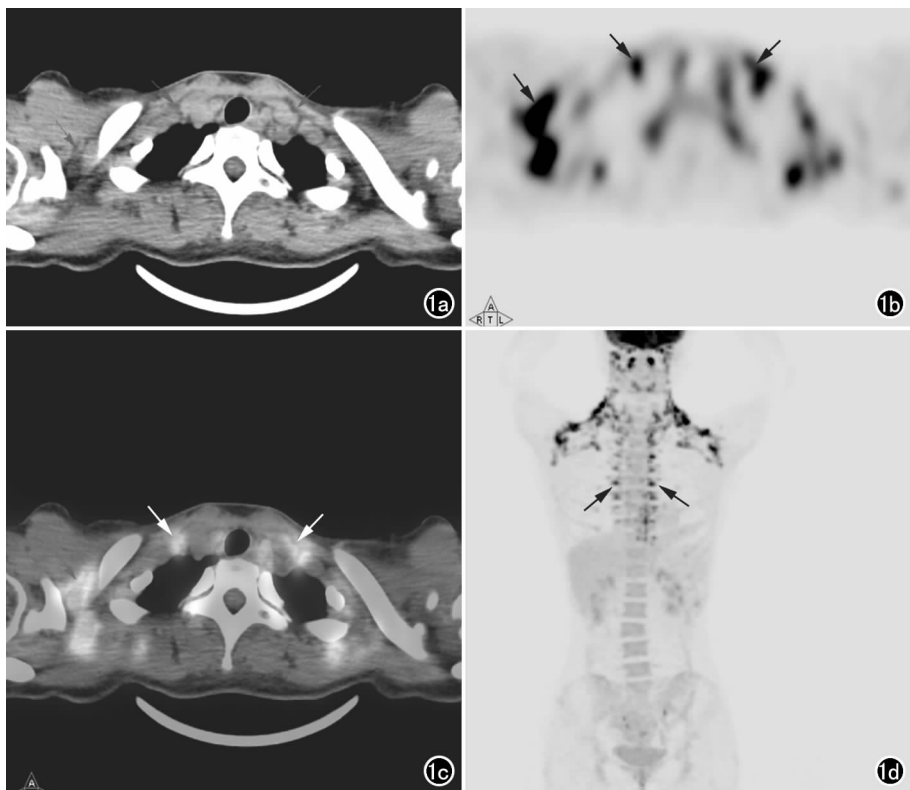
BAT 对称性摄取。a) CT 图像未见明显异常; b) PET 图像示双侧颈肩部、锁骨上区对称性分布的高摄取灶(箭); c) 融合图像示摄取增高灶对应的解剖部位 CT 值为脂肪组织(箭); d) PET MIP 图示双侧颈肩部、锁骨上区、脊柱两侧等部位呈对称性分布的片状、结节状和串珠状高摄取灶(箭)。
